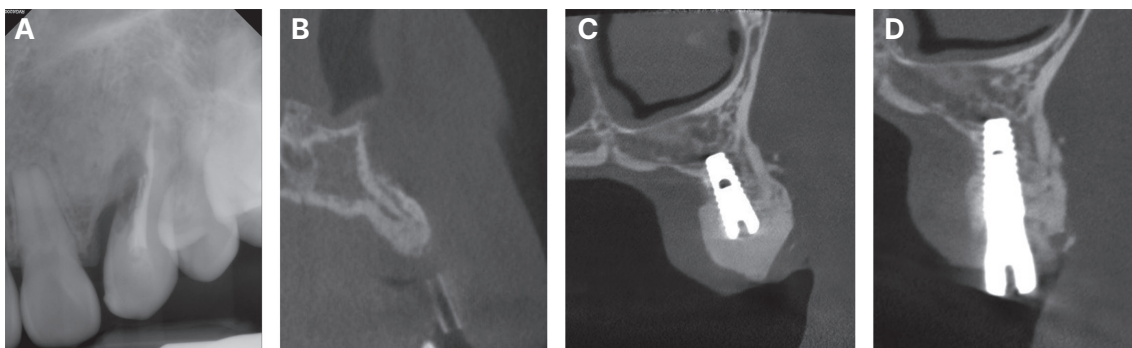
Radiograph of case 1. (A) The initial periapical view of the left maxillary canine. External root resorption is seen in the middle third of the root. (B) Pre-implant site in cone-beam computed tomography image. About 6 mm width of augmented bone is observed. (C) After implant placement with guided bone regeneration, bone material around implant fixture is observed. (D) After implant second stage operation, the contour of bone graft is well maintained.
